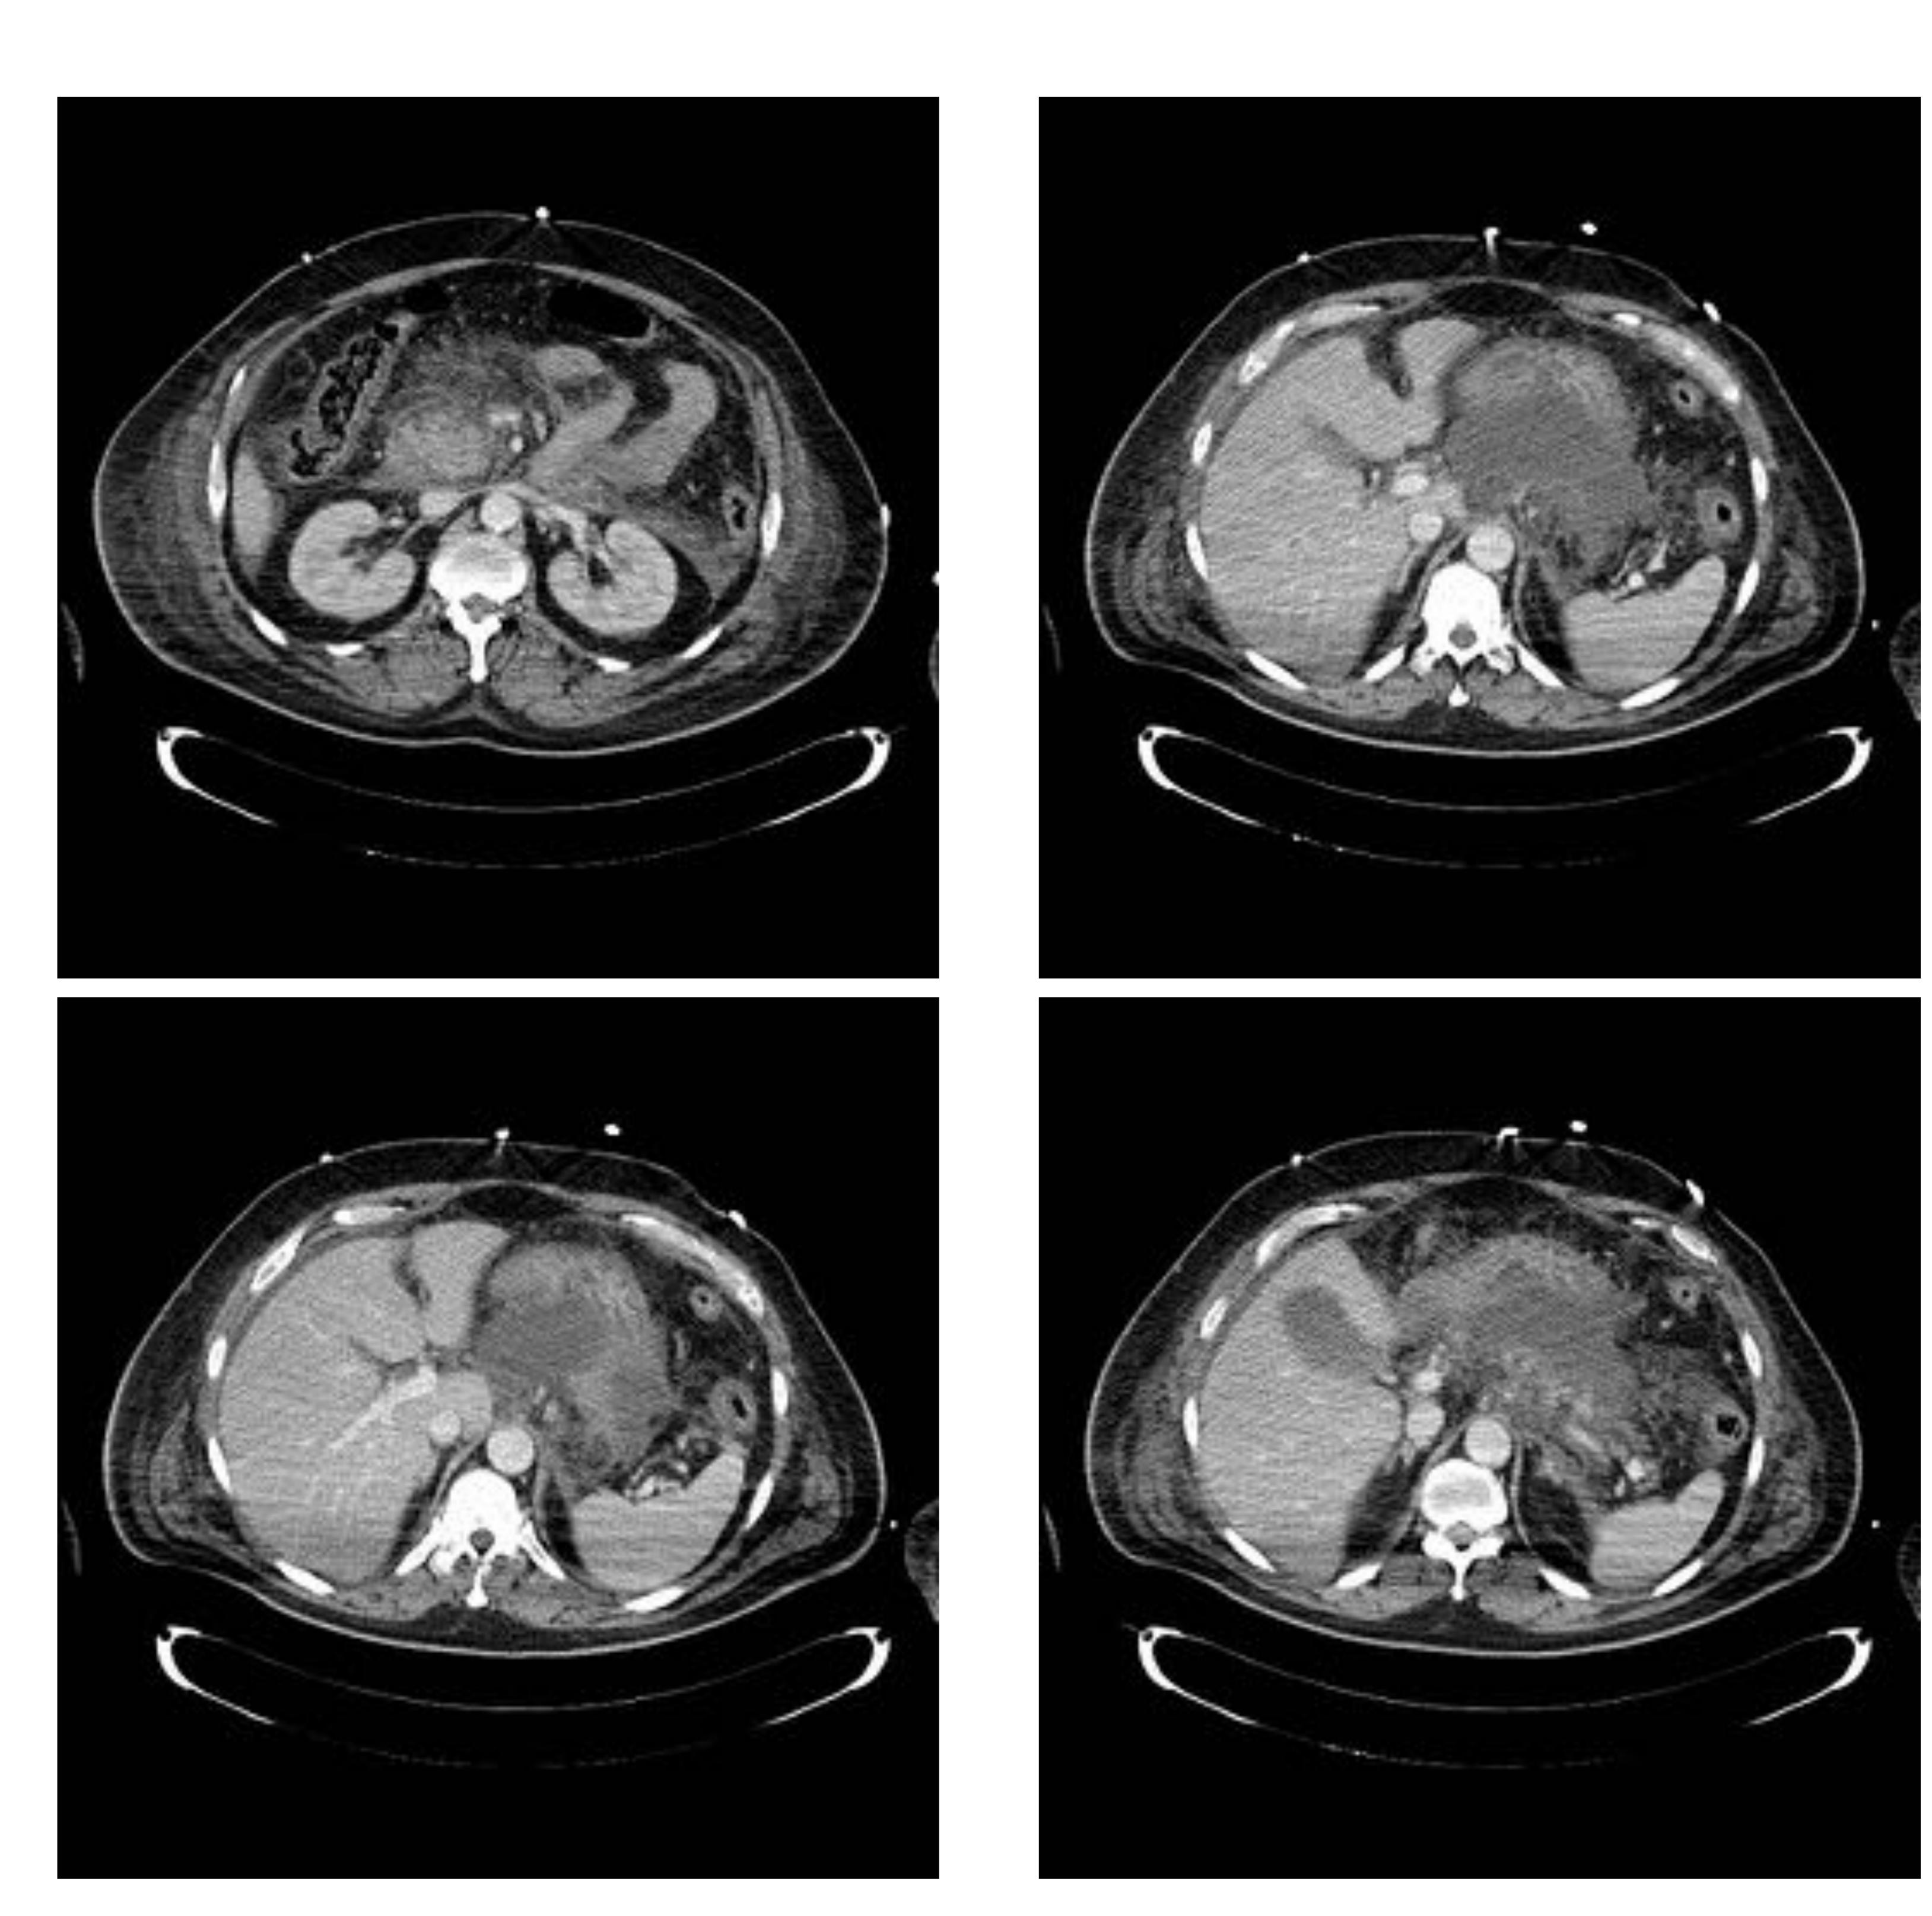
Varón de 59 años con diagnóstico de pancreatitis desde hace 14 días, muestra empeoramiento clínico con presencia de fiebre y elevación de reactantes de fase aguda, se realiza TC Abdominopélvico ante la sospecha de colecciones pancreáticas. Se evidencia gran colección en el saco menor acompañada de cambios inflamatorios en la grasa y órganos circundantes (estómago y ángulo hepático del colon), objetivando también pequeña cantidad de líquido libre perihepático.
